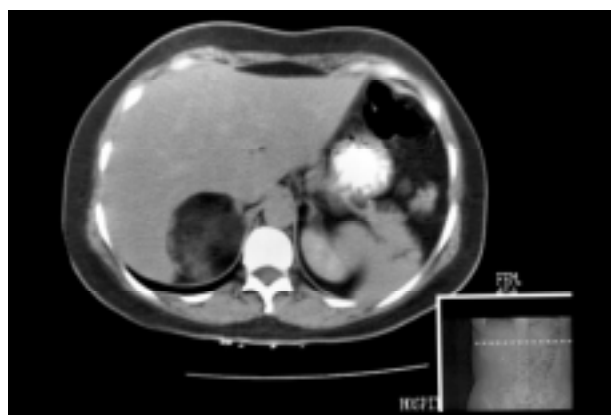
Tomografía axial computarizada de abdomen con masa subhepática, dependiente de glándula suprarrenal derecha, esférica y con un coeficiente de atenuación de -70 Unidades Hounsfield.
